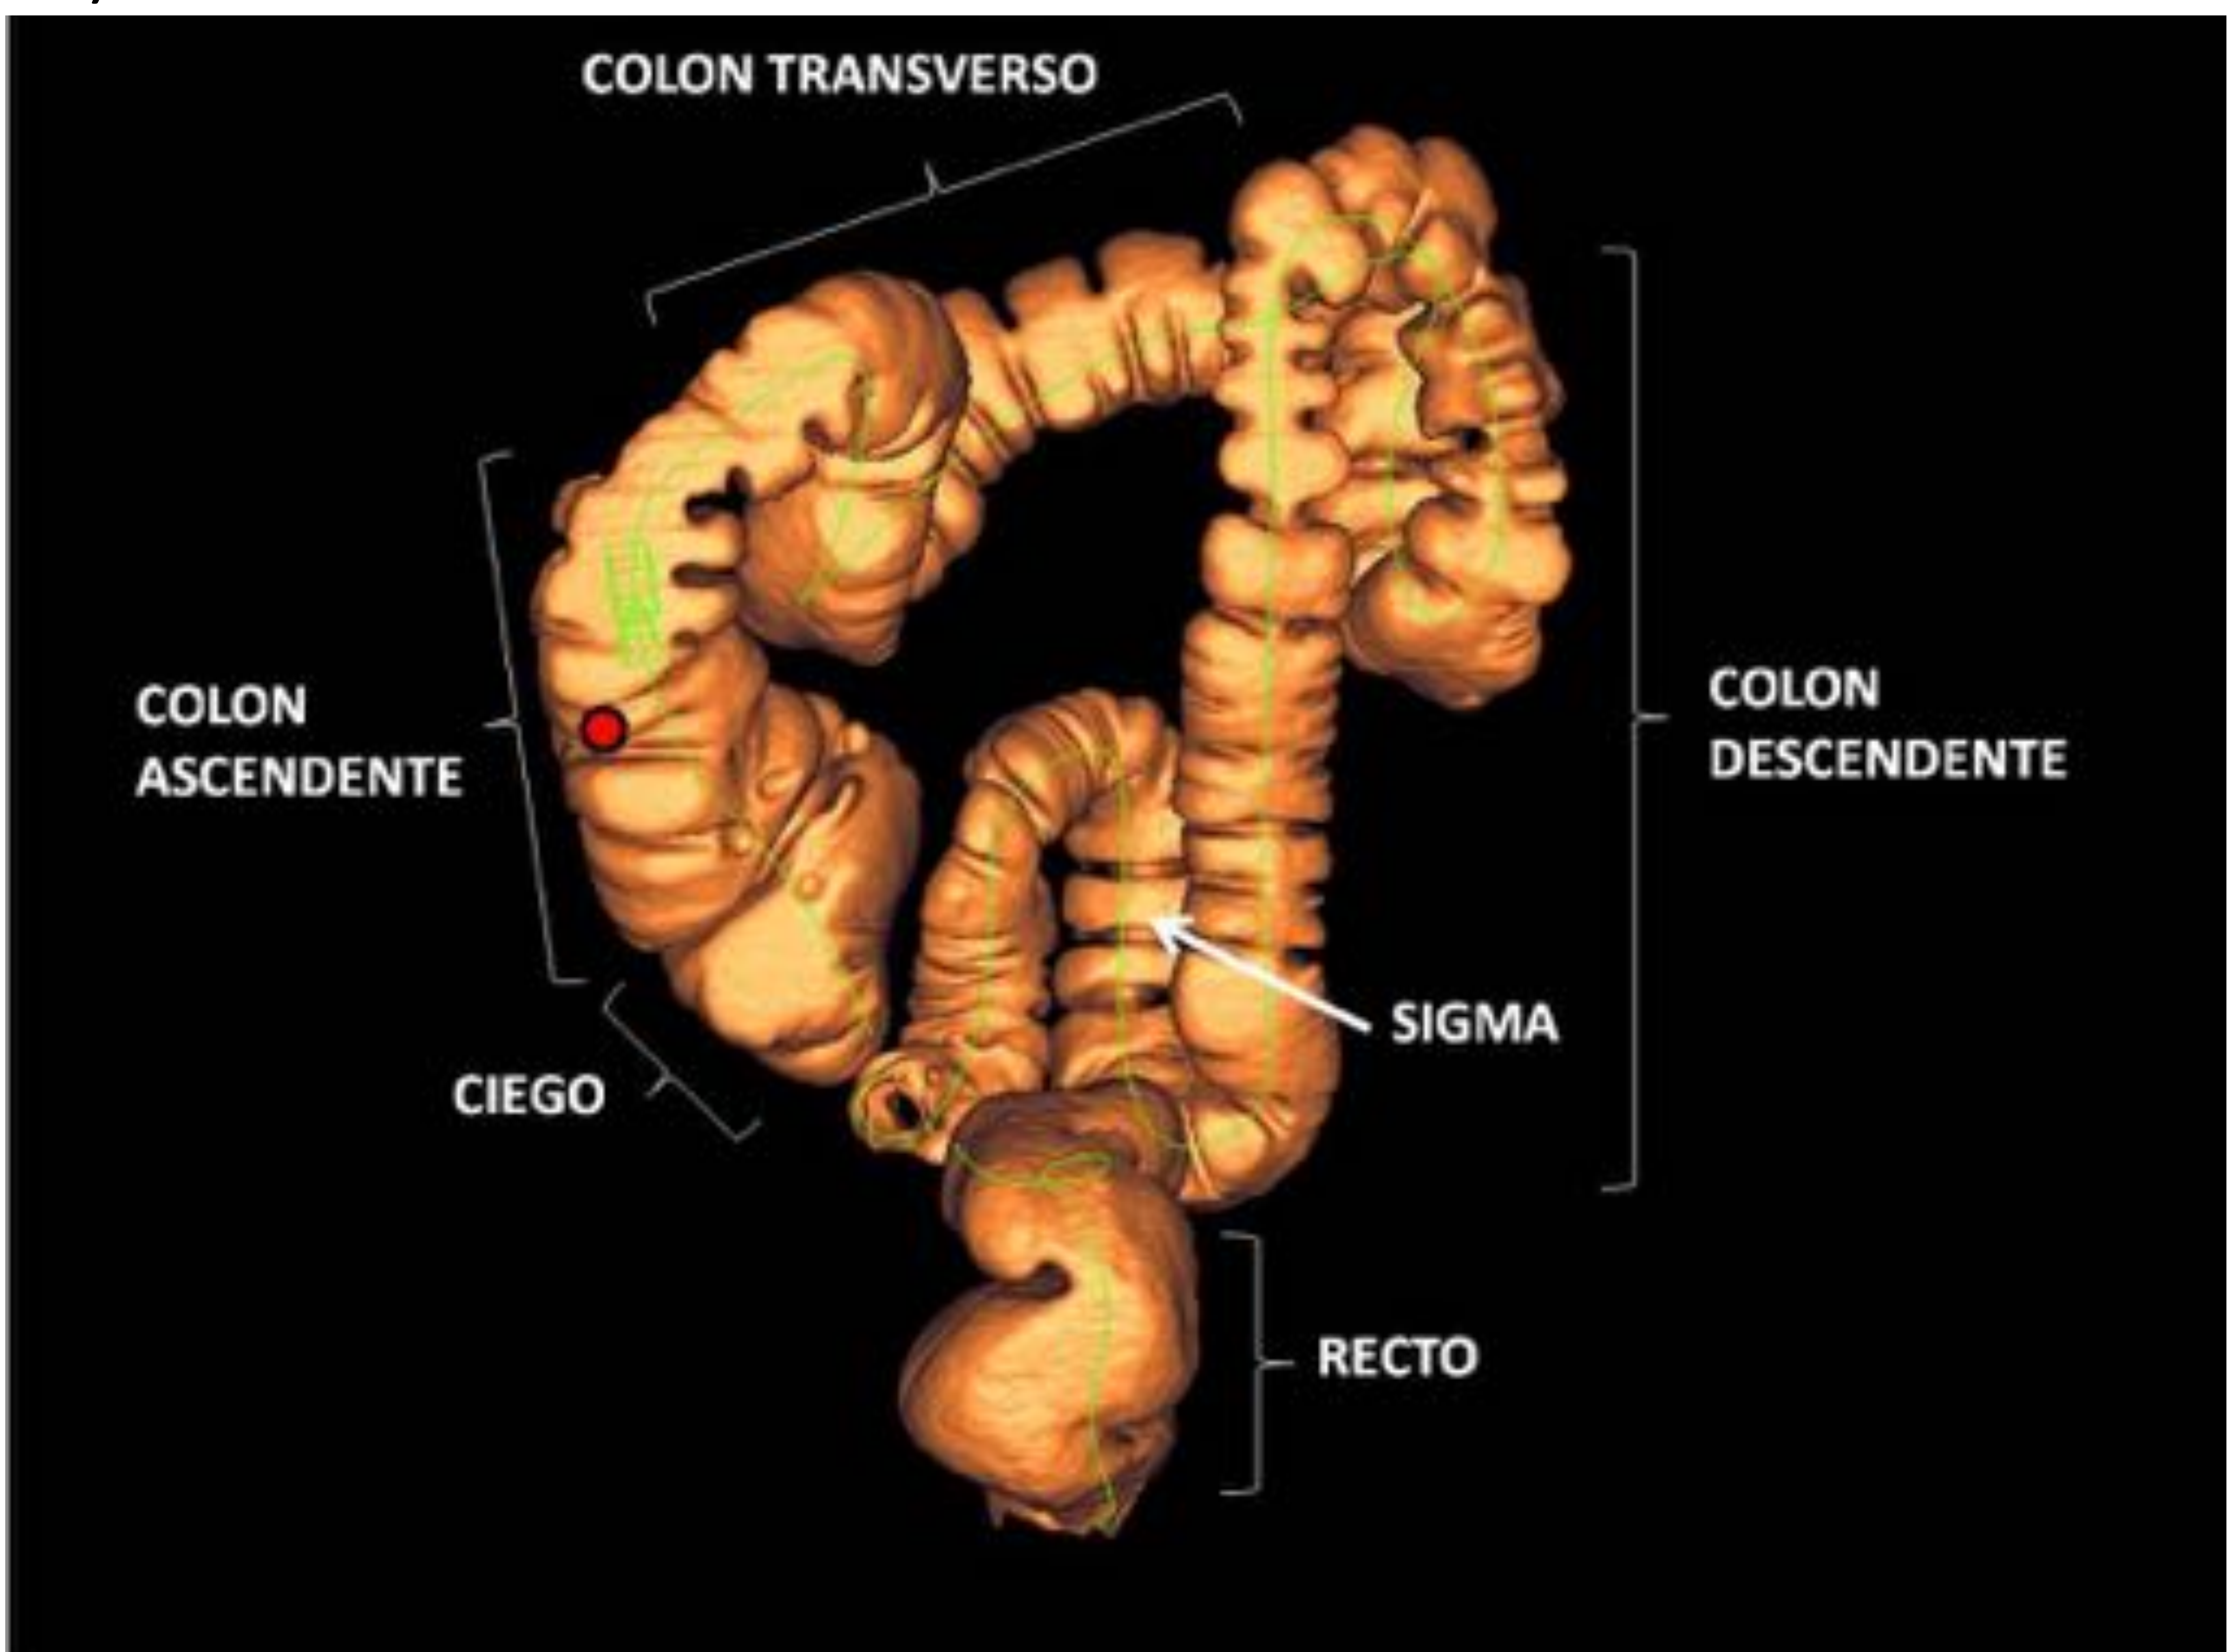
Anatomía normal del colon y recto visualizada mediante reconstrucción 3D de colono-TC.
